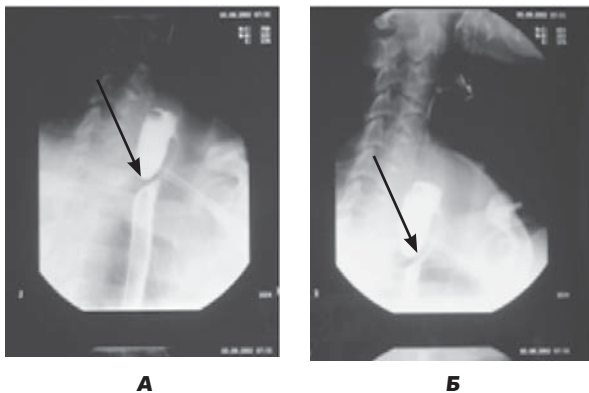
Рентгенологическая картина ценкеровского дивертикула в прямой (А) и боковой проекциях (Б) с признаками сдавления пищевода.
